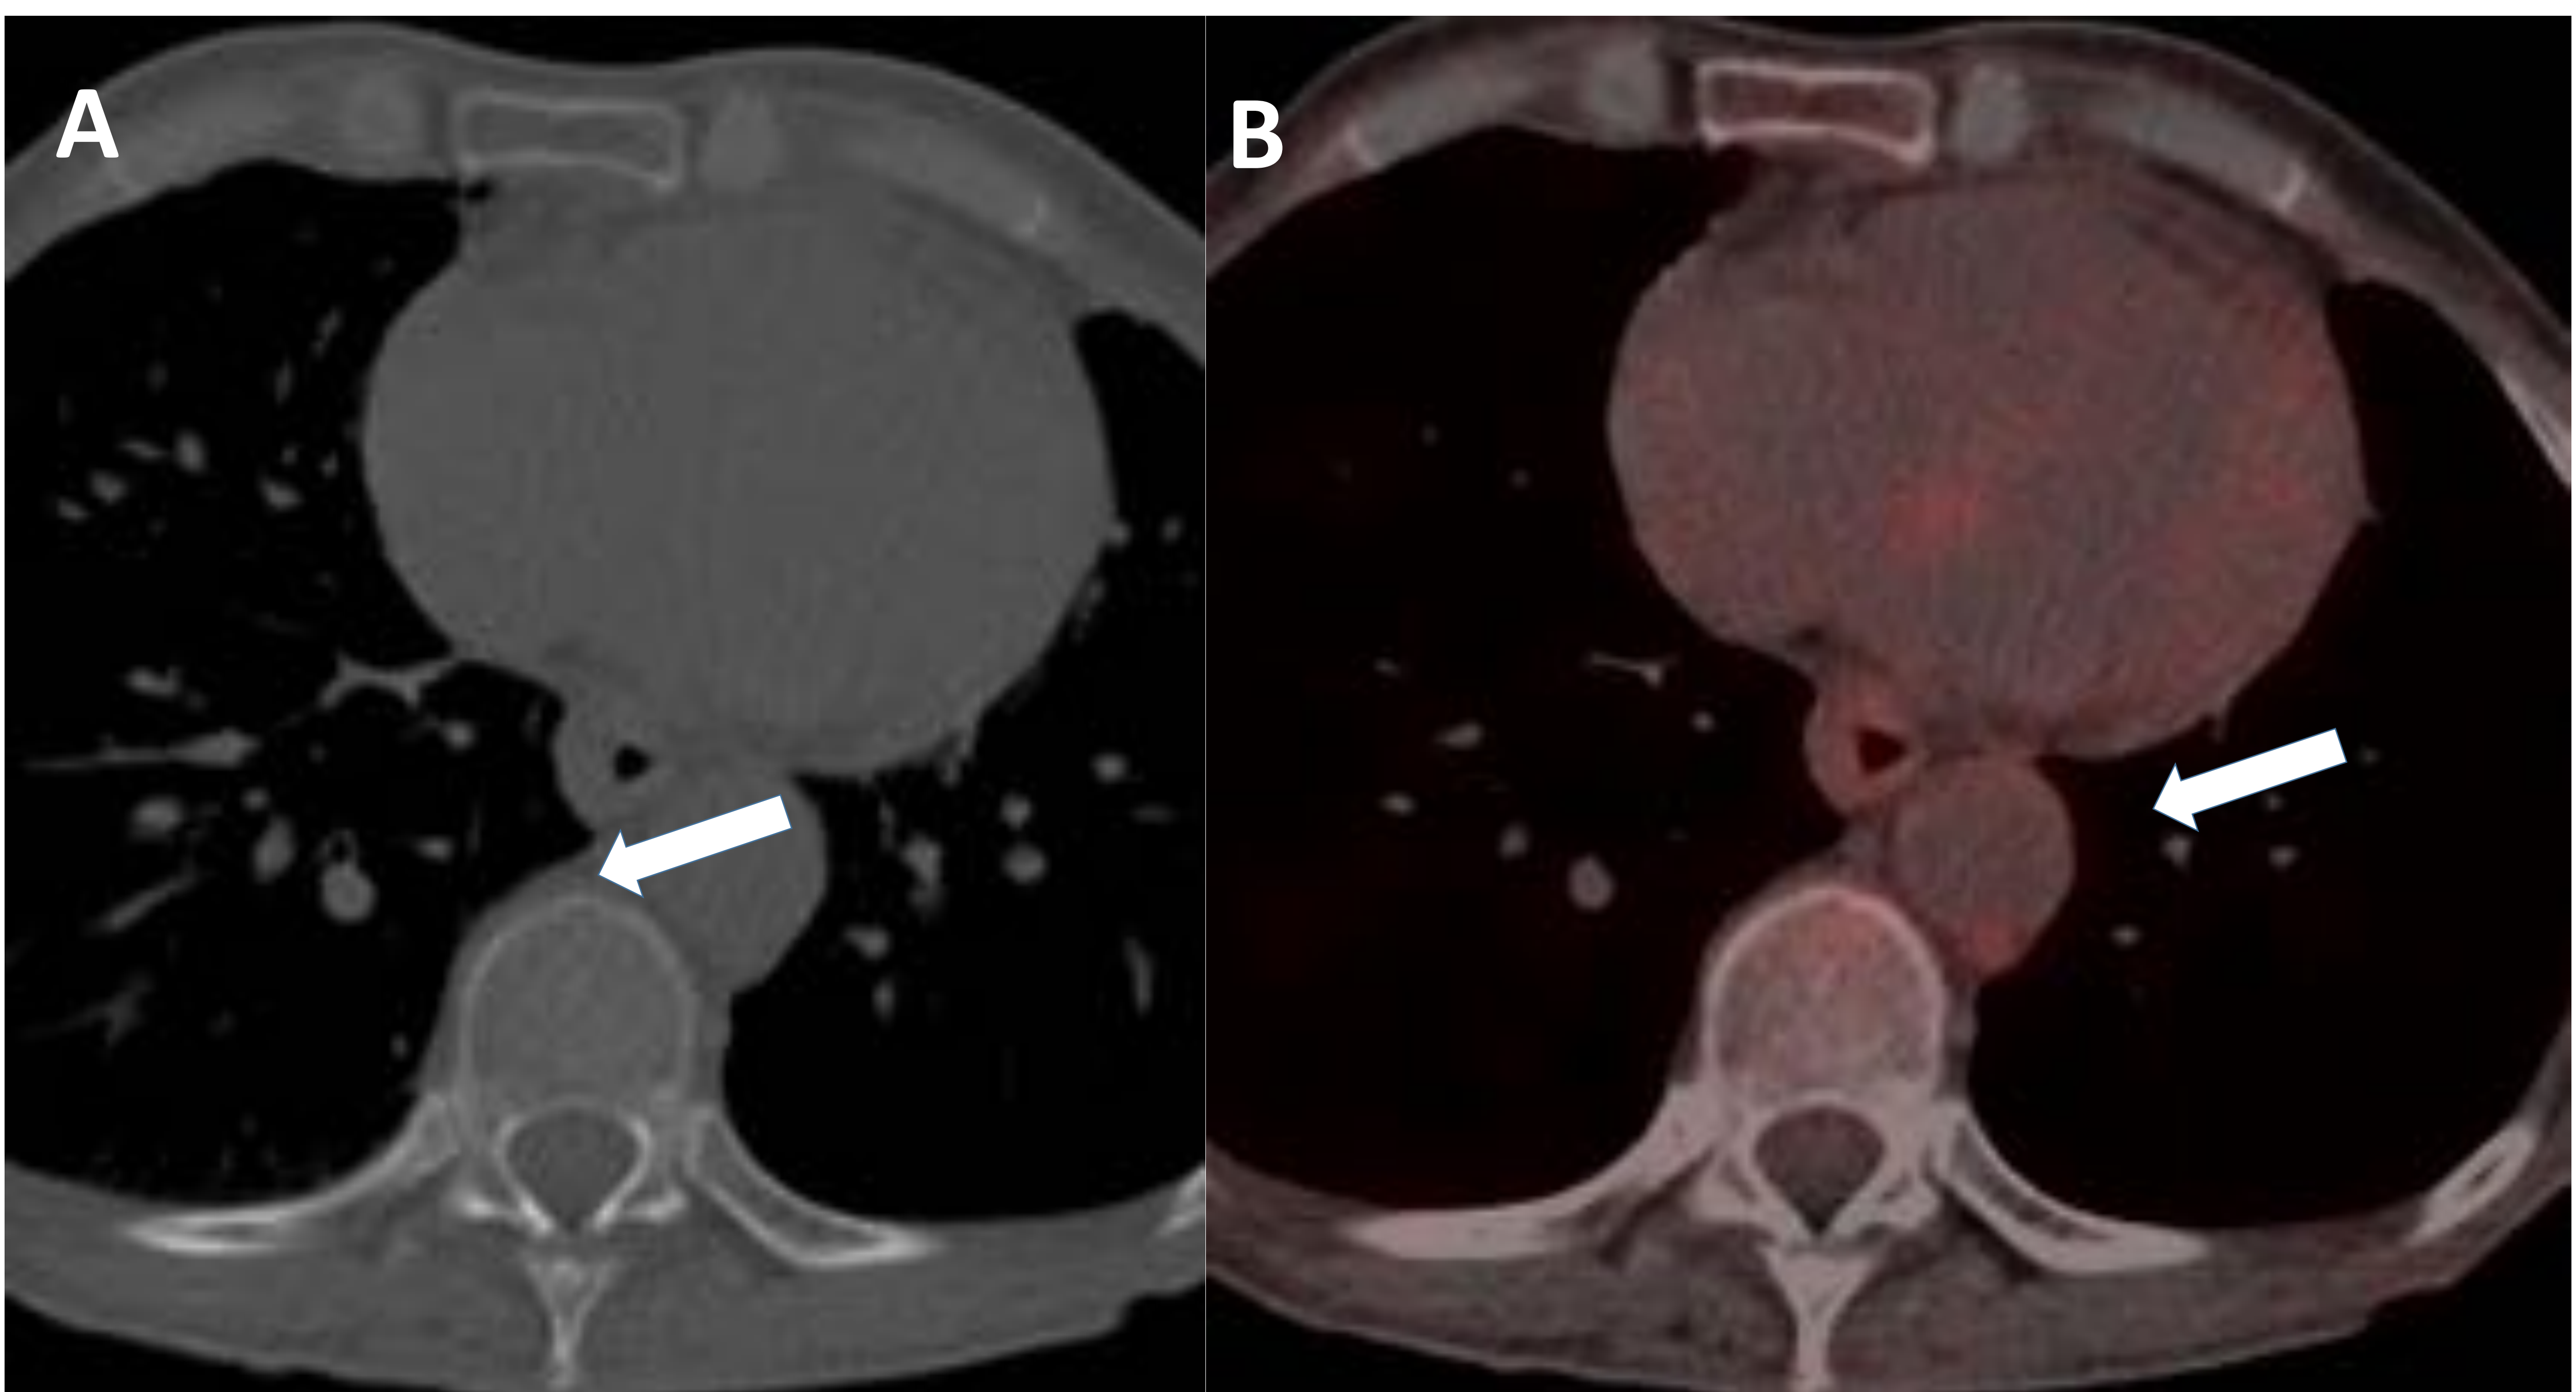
A) TC torácica axial sin CIV con ventana de hueso y B) PET-TC axial. Ambas imágenes se encuentran en el mismo corte y en ninguna de ellas se observan las lesiones óseas hiperdensas descritas con anterioridad en los cuerpos vertebrales dorsales (flechas). Asimismo, en la imagen B) apreciamos que existe ausencia completa de captación de FDG (flecha), luego queda descartada la afectación ósea metastásica.*
